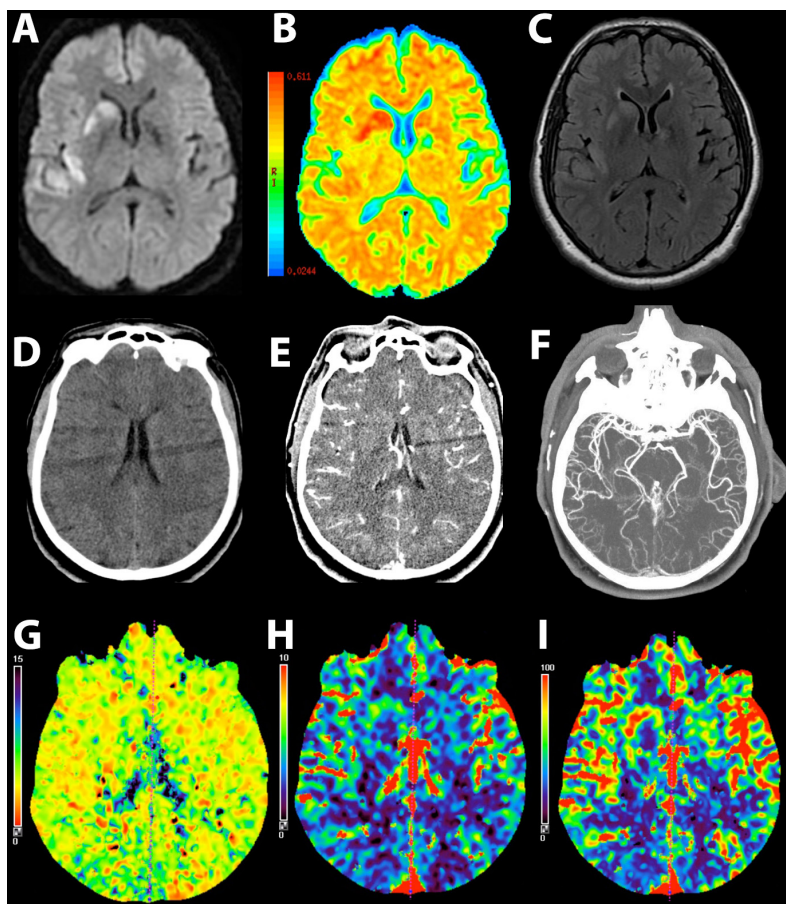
Клинический случай 1. Данные нейровизуализации спустя 24 часа. А–С. Магнитно-резонансная томография (МРТ): А. МРТ в режиме диффузионно-взвешенных изображений (DWI). В. Карта измеряемого коэффициента диффузии (ADC). С. МРТ в режиме инверсии-восстановления с ослаблением сигнала от жидкости (FLAIR). D–I. Компьютерные томограммы (КТ): D. КТ-снимок без контраста. E. Исходные КТА-снимки (CTAS). F. Проекция максимальной интенсивности (КТА-снимок). G–I. Перфузионная КТ: G. Карта среднего времени прохождения крови (MTT). H. Карта объема церебральной крови (CBV). I. Карта мозгового кровотока (CBF)
